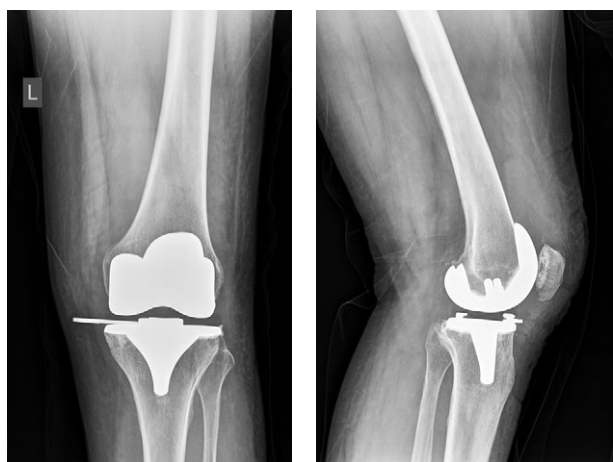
Рентгенограммы коленного сустава с признаками миграции фиксирующего элемента вкладыша
